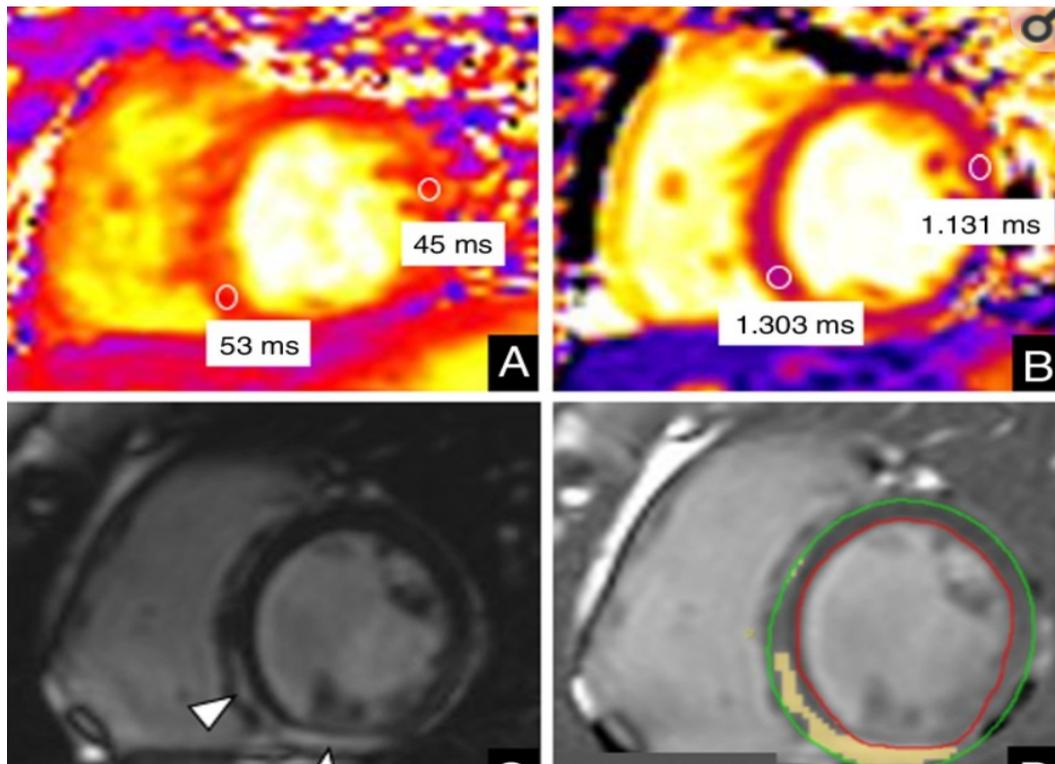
(miocardio patológico visto por RM).²¹
